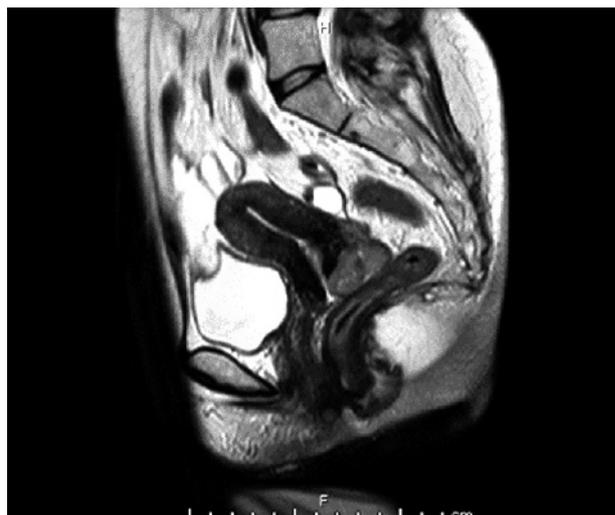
術前化学療法後 MRI T2 強調画像
